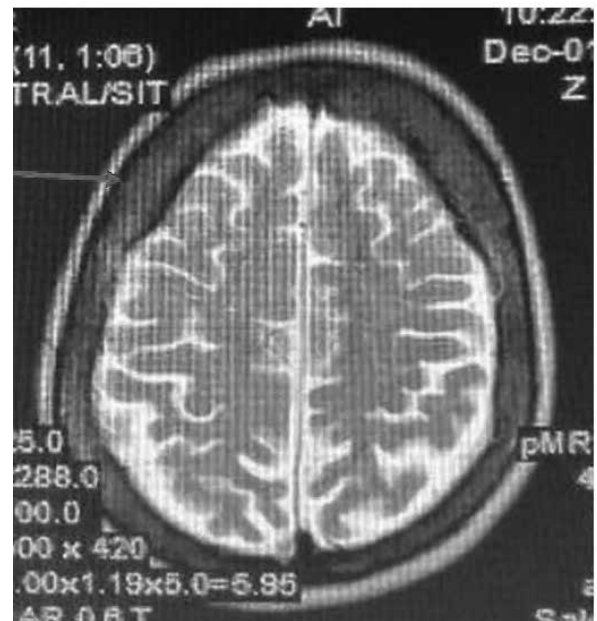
Axial T2W MRI showing frontal hyperostosis
